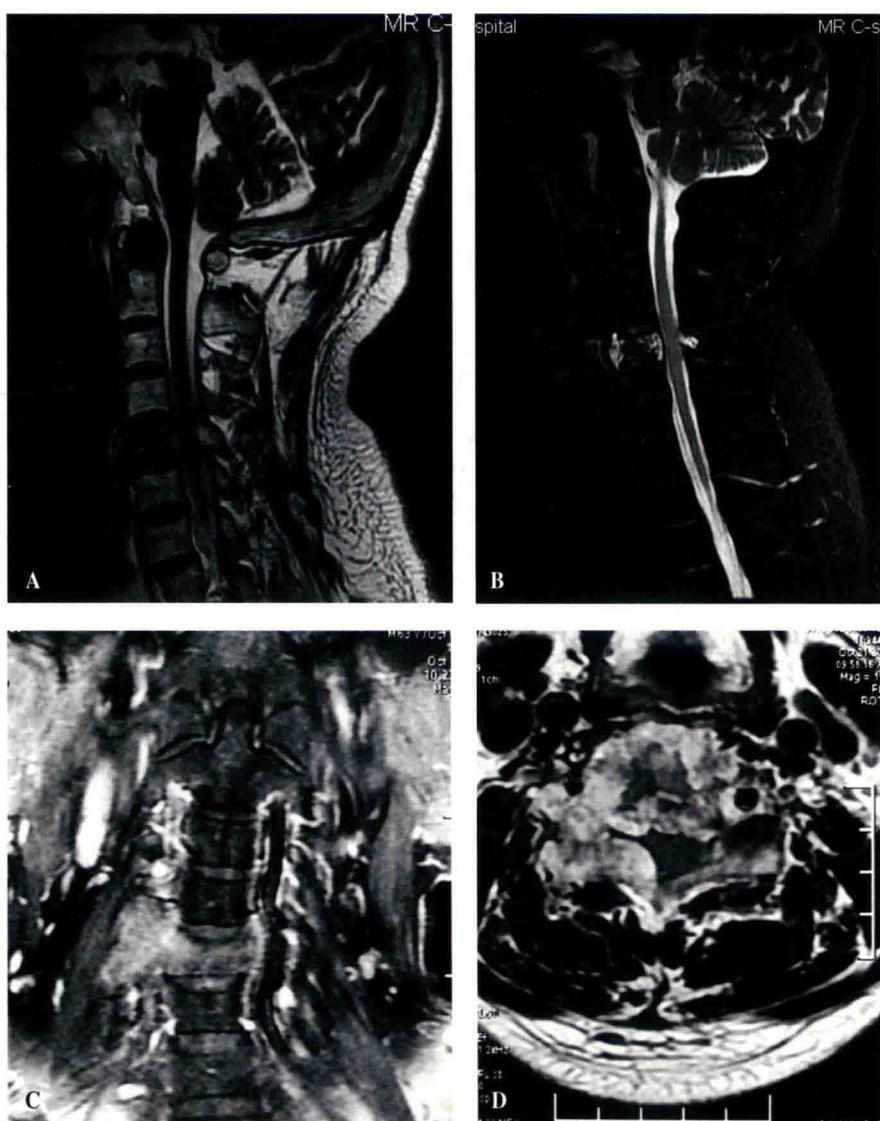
A~D. MRI(矢状面、冠状面与横断面)，请注意冠状面与横断面显示的椎动脉
